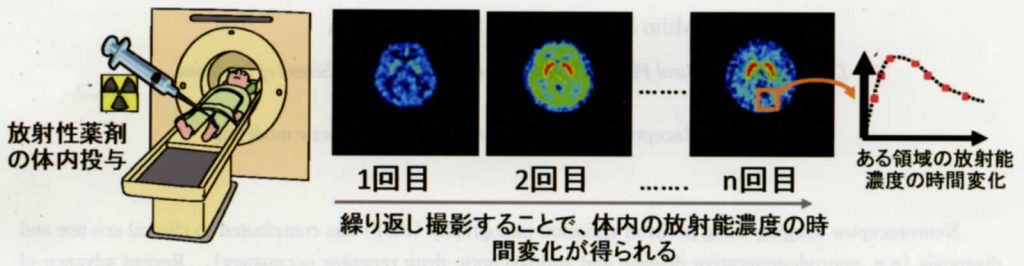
PET 検査で得られる情報の概略：体内投与した放射性薬剤をPET 測定することで、体内に分布する薬剤の時間変化をモニターすることができる。この時間変化には、体の重要な機能の情報が含まれており、解析を行うことで体の機能が定量化できる。
